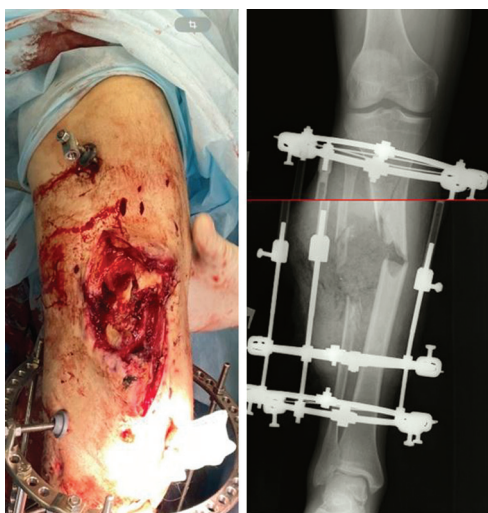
Фото и рентгенограмма правой голени при поступлении
